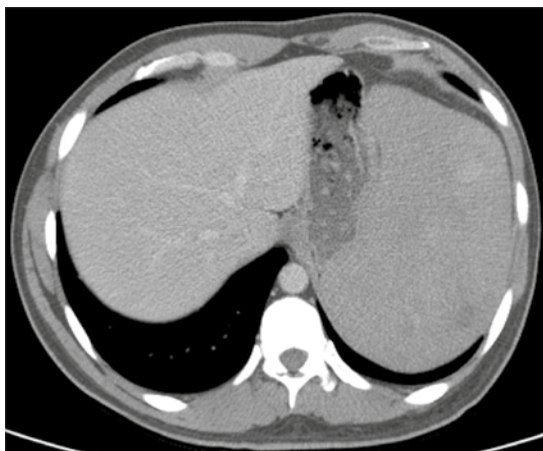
Imagen axial de tomografía con contraste intravenoso en un paciente con síndrome de Poland y esplenomegalia, que en el espécimen de la esplenectomía resulto compatible con linfoma no Hodgkin.
